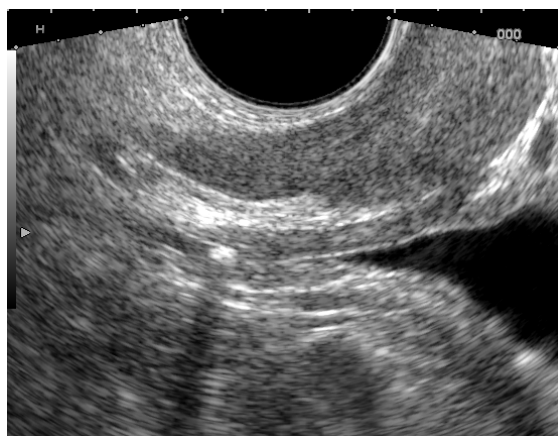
ТРУЗИ. Конкремент небольшого (4 мм) размера околопузырного отдела правого мочеточника
